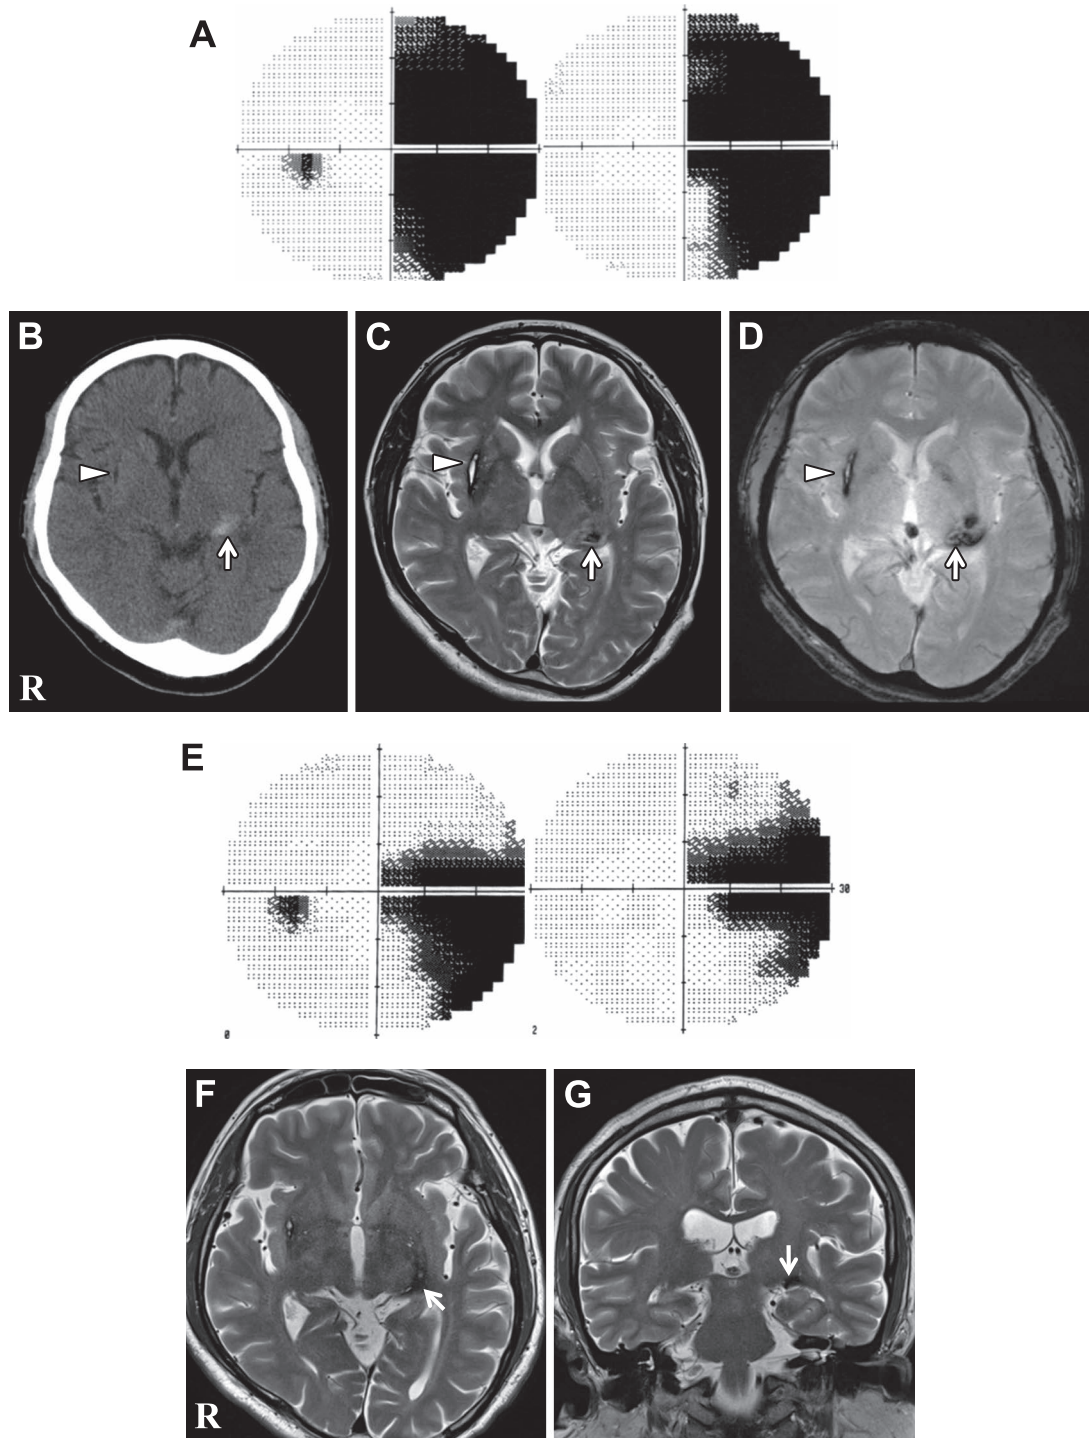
Visual field automatic static perimeter and brain CT and MRI of the patient.
